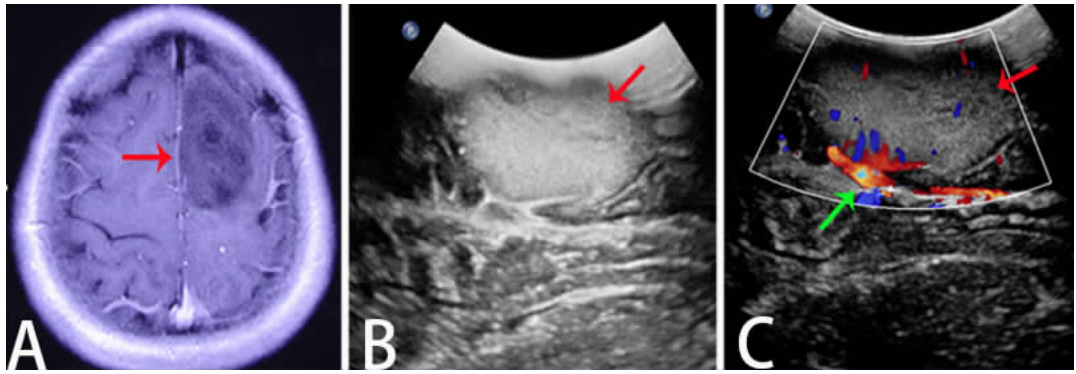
1例星形细胞瘤(WHO II级)患者术前MRI和术中超声图
